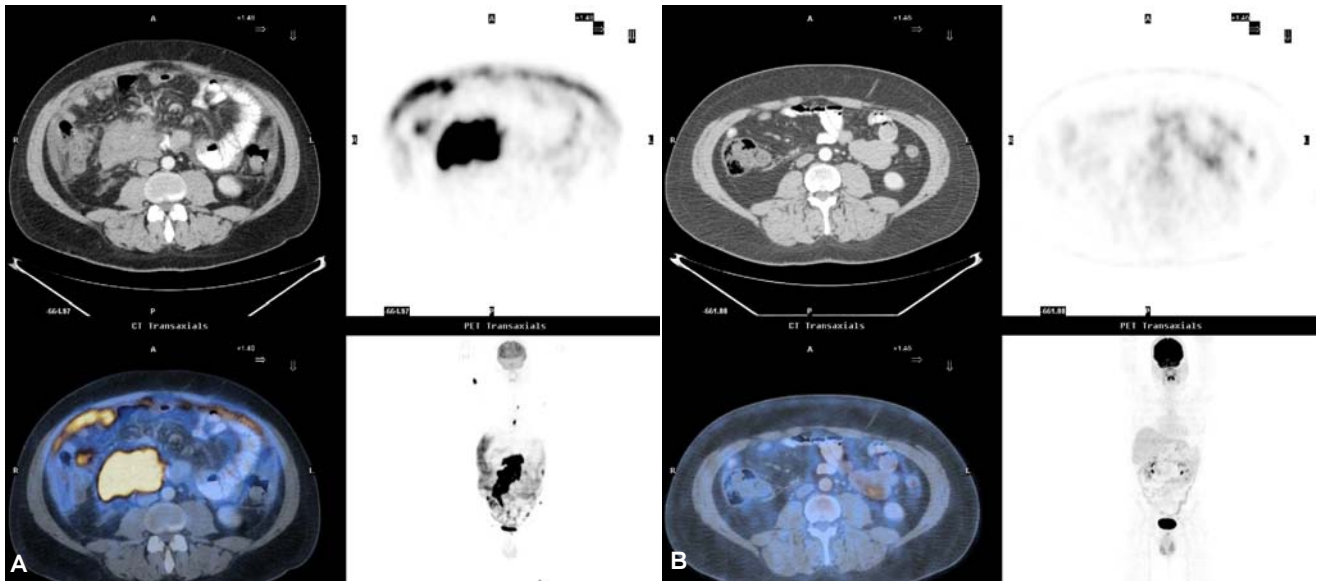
Paciente con diagnóstico de linfoma No Hodgkin. A) Estudio PET-CT para estadificación, con la mayor carga tumoral en ganglios del retroperitoneo. También se observan zonas de captación anormal en el omento, ganglios del mediastino y húmero derecho. B) Estudio PET-CT obtenidos cinco semanas después de haber concluido el tratamiento. El conglomerado ganglionar retroperitoneal ha desaparecido, lo mismo que la actividad metabólica anormal en omento, ganglios del mediastino y húmero derecho. Los hallazgos indican respuesta completa a tratamiento.
